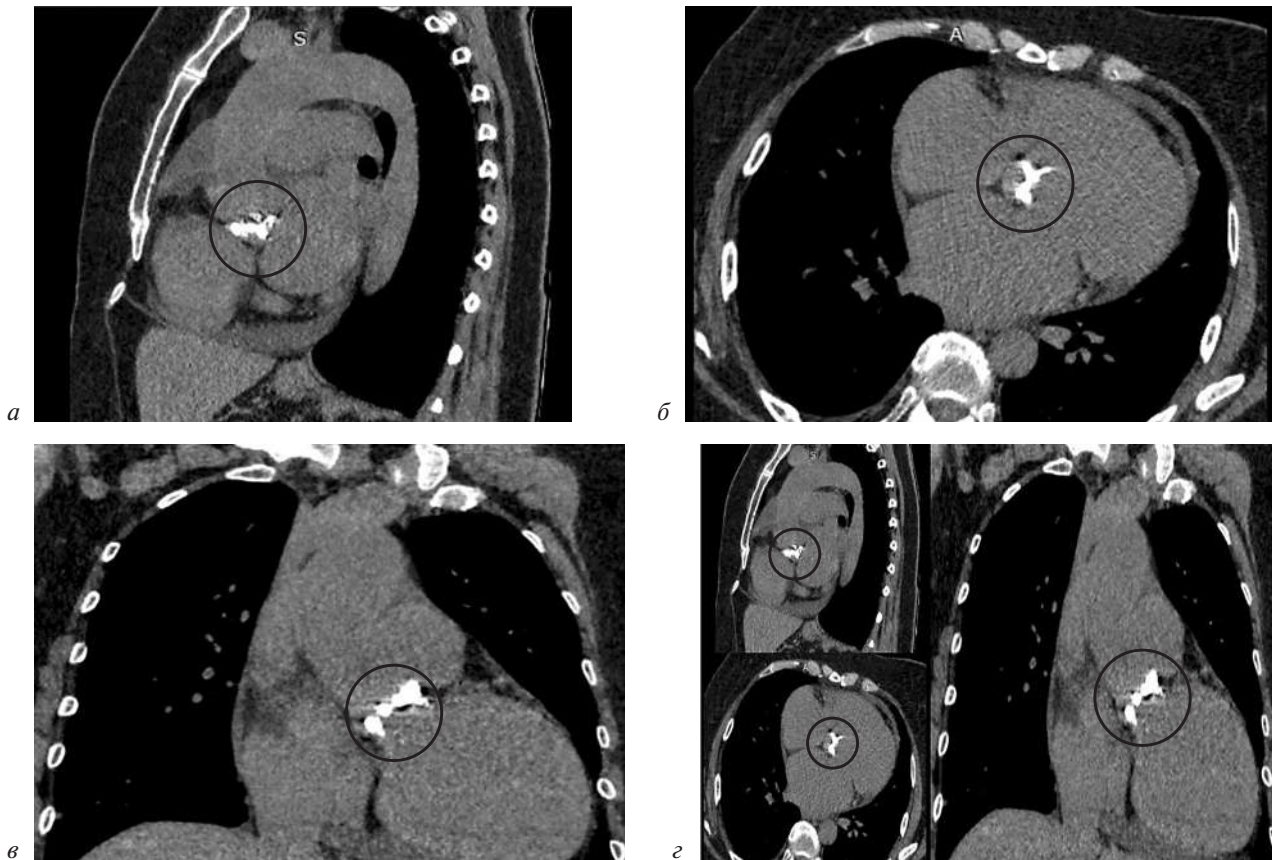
Результаты КТ-исследования:
